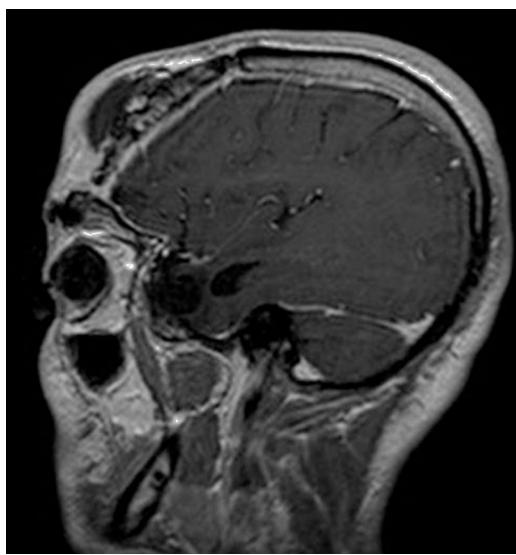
Corte sagital de RMN cerebral con gadolinio.
